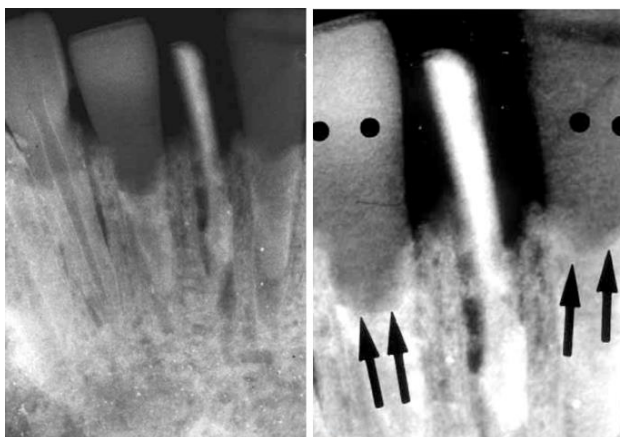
Radiografia originală a celor trei implanturi din cochilie cu încărcare imediată
